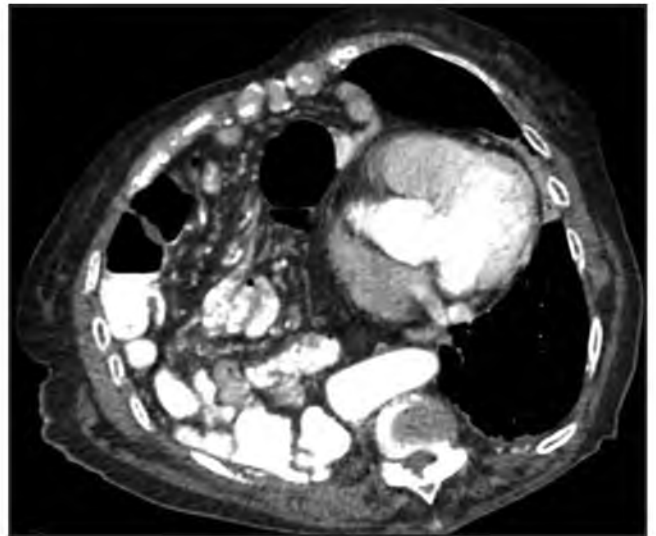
МСКТ груди. Средостение смещено влево. В правой плевральной полости тонкая и толстая кишка.
